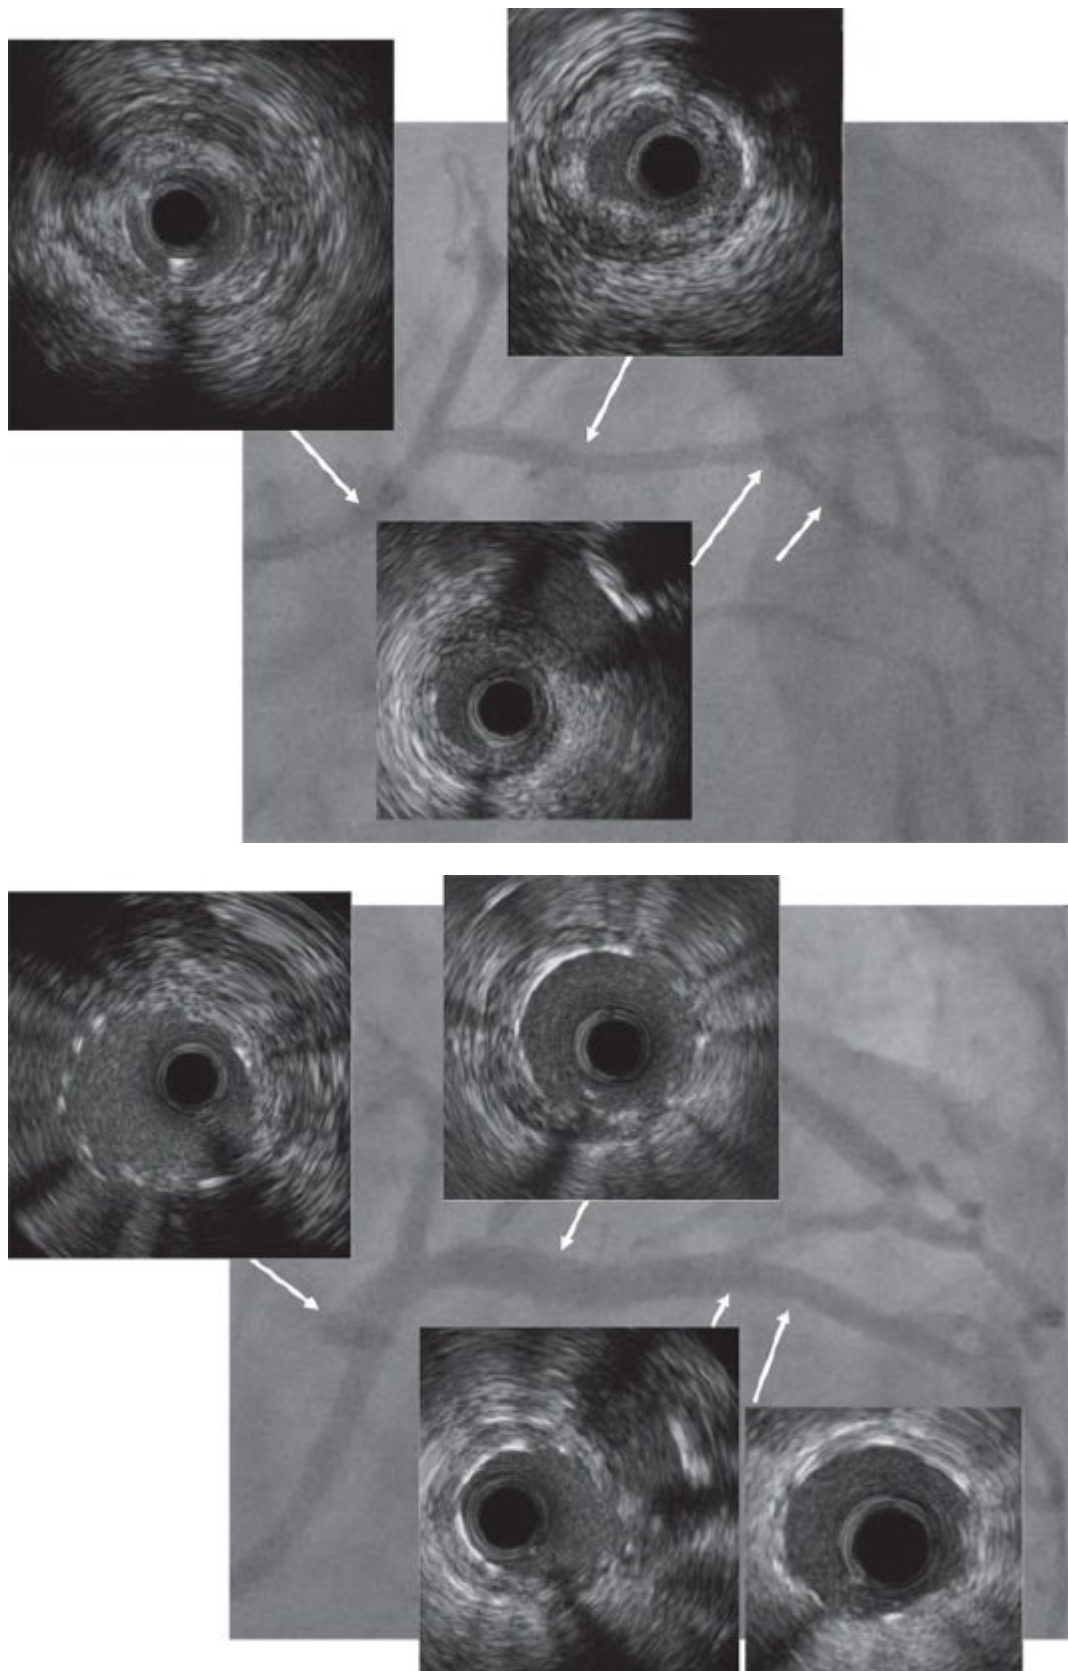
Ряд 1. Ангиографическое изображение в левой каудальной проекции показывает поражение устья ствола ЛВА и средней трети огибающей артерии при затрудненной визуализации периферии из-за конкурентного кровотока через шунт к краевой ветви с выраженным проксимальным стенозом. Выполненное перед вмешательством внутрисосудистое УЗИ четко показывает тяжесть и протяженность поражения: выраженный концентрический некальцинированный стеноз ствола ЛВА (справа вверху), выраженный стеноз средней трети огибающей артерии с эксцентричной кальцинированной бляшкой
